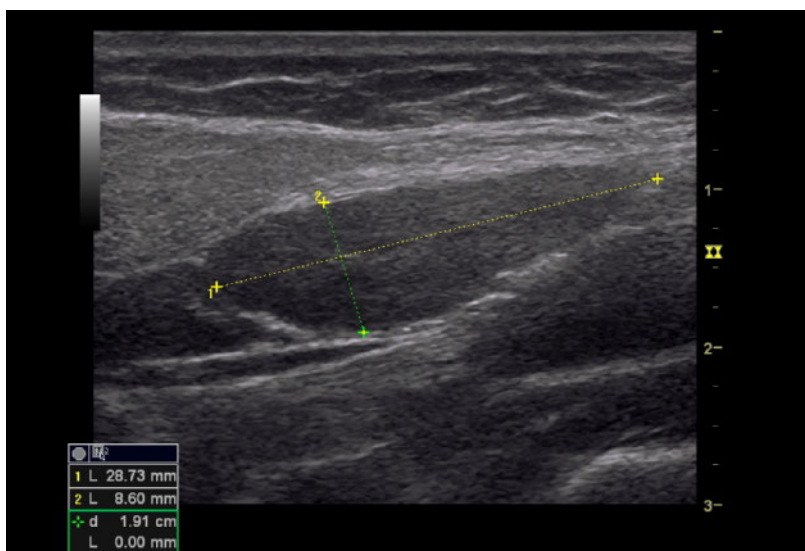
Vergrösserter Lymphknoten in der sonographischen Darstellung. Im Rahmen einer reaktiven Immunreaktion kommt es zu einer Aufhebung der Hilus-Parenchym-Grenze sowie zu einer keulenförmigen Auftreibung des Lymphknotens.
